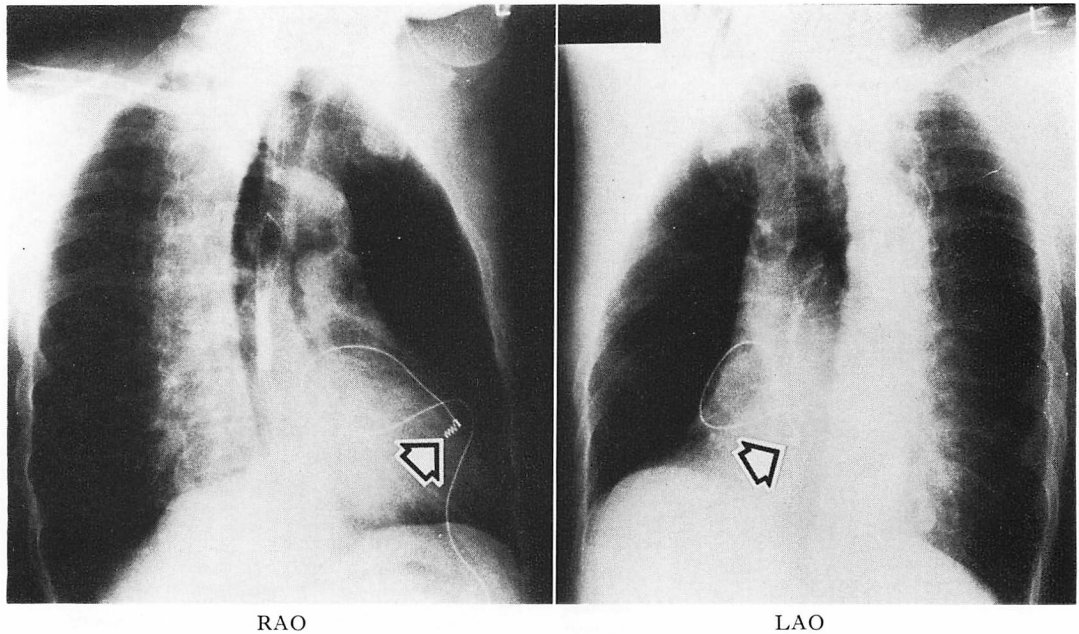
RAO (left) and LAO (right) chest x-ray films in a patient with right ventricular anterior wall myocardial pacing (61-year-old man).
